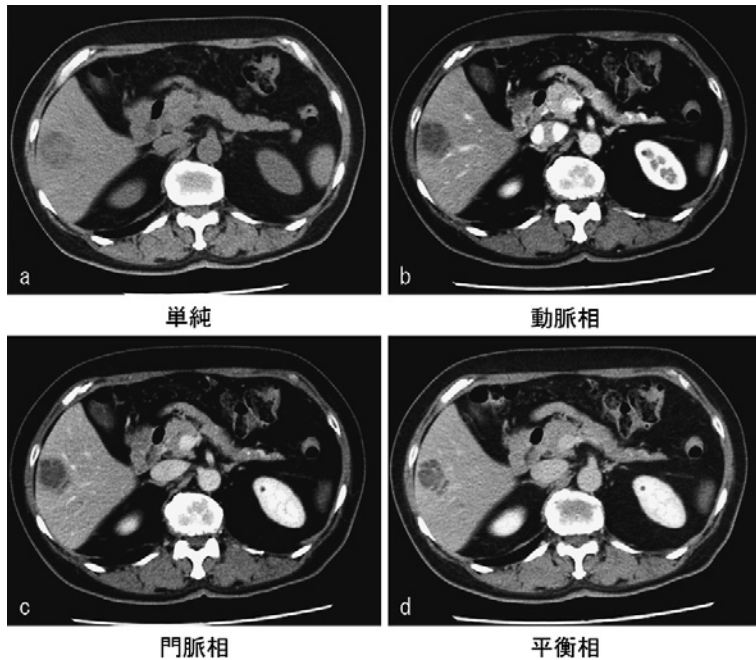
当院初診時 dynamic CT：単純 CT では肝被膜下に境界不明瞭な低吸収域を認める (a)。病変内部は造影効果の乏しい嚢胞様領域と、遅延性に造影される領域で構成される (b, c, d)。
